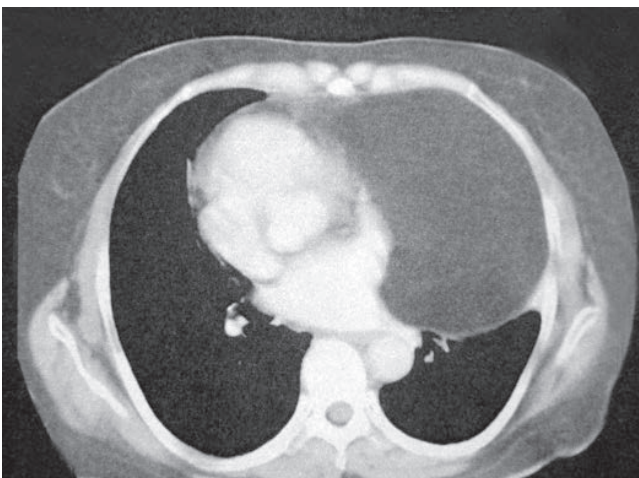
Imagen de tomografía computadorizada torácica con lesión intrapericárdica de predominio izquierdo
